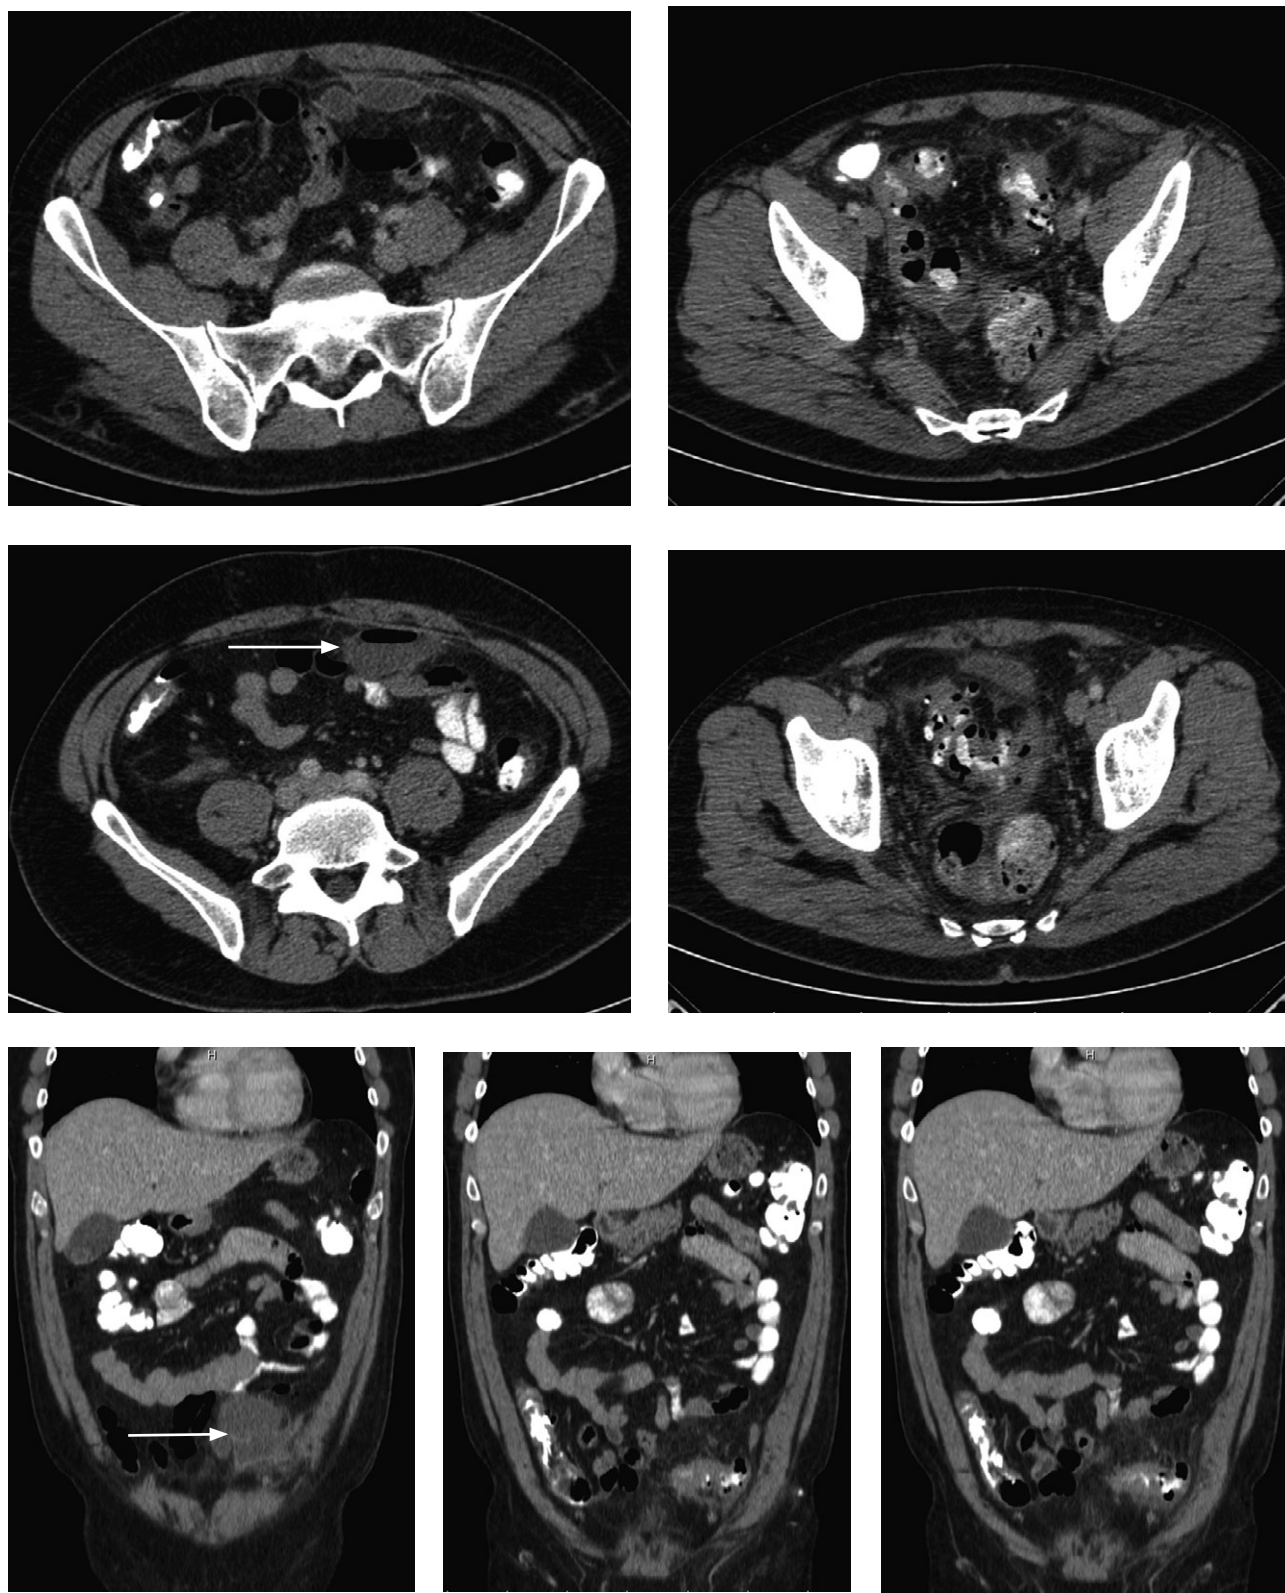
CT akutná divertikulitída s krytou perforáciou a abscesom.
